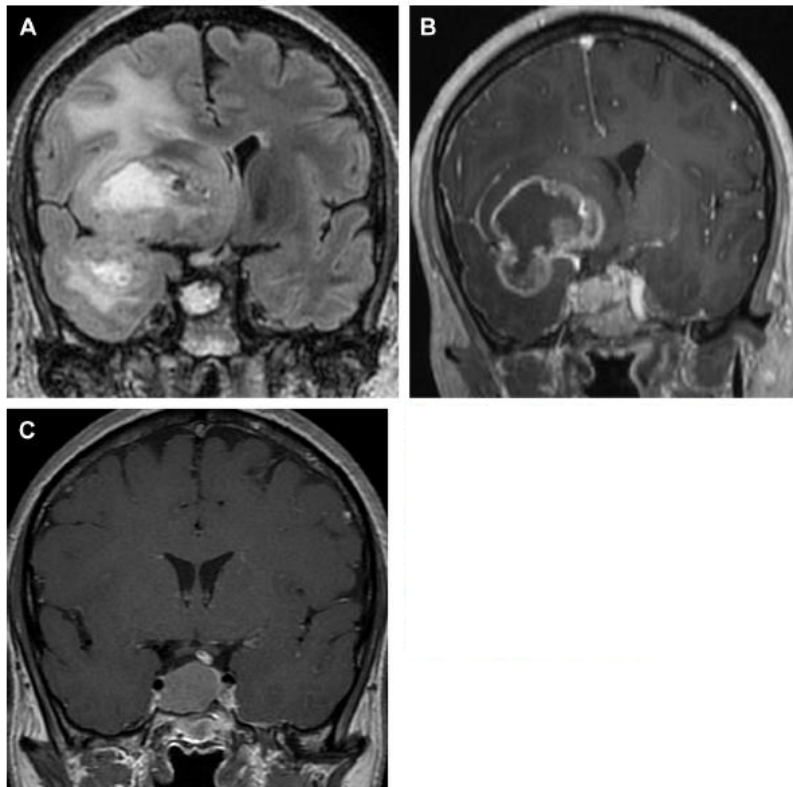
Glioblastoma primario (IDH no mutado). RMN muestra lesión heterogénea extensa e infiltrativa con un anillo de realce de contraste localizada en el lóbulo temporal derecho, ínsula y porción inferior de lóbulo frontal (A y B). En la imagen C se muestra RMN tomada 6 meses antes de la mostrada en A y B.
